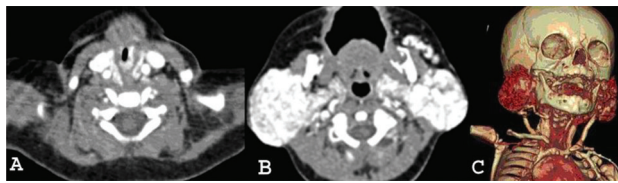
Дівчинка Б., 4 місяці, РНАСЕ-синдром. КТ з контрастуванням: А – ІГ трахеї зі звуженням просвіту, В – двобічні ІГ м'яких тканин обличчя, С – VRT-реконструкція.
